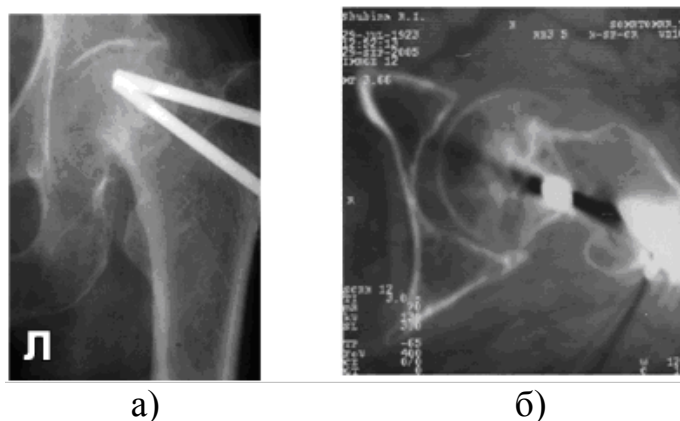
Рентгенограмма больной Ш. и/б №106050, (а) и фото КТ-граммы (б).
